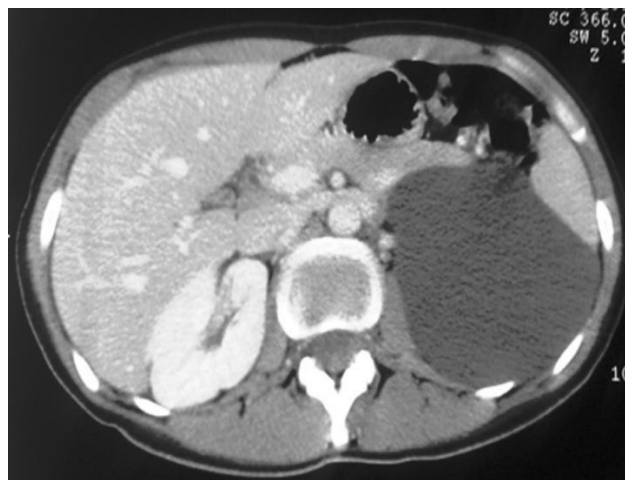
Coupe axiale tomographique après injection de produit de contraste en intraveineux, montrant le lymphangiome kystique qui est hypodense, homogène et ne prenant pas le contraste (36)
